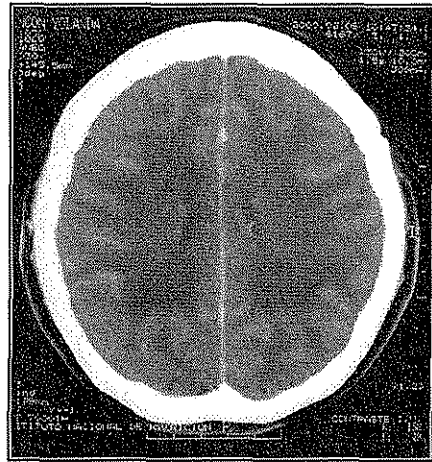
Tomografía craneal contrastada, corte axial a nivel del núcleo semioval, en el mismo paciente (figura 6a), en la que continúa observándose la hipodensidad de la sustancia blanca; no hay evidencia de otras lesiones.
